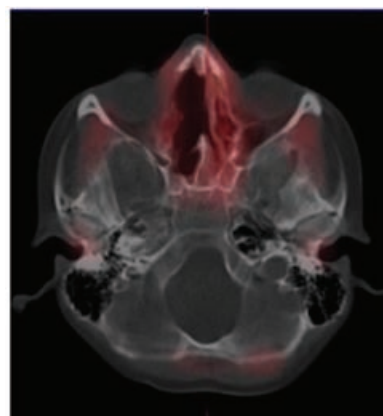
Аксиальный срез головы в режиме ОФЭКТ/КТ. Наблюдается послеоперационный дефект в решётчатой кости справа, патологической гипераккумуляции РФП не выявлено
